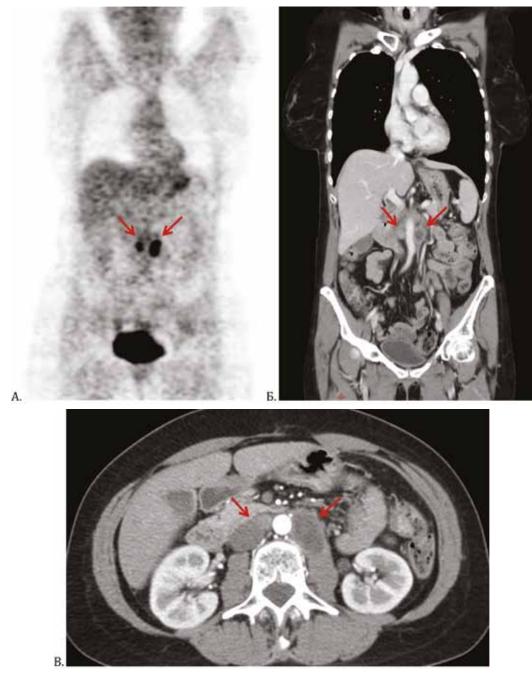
Изолированный рецидив в парааортальных лимфоузлах: A – ПЭТ КТ, Б-КТ в ангиорежиме, B-КТ изображение поперечный срез
